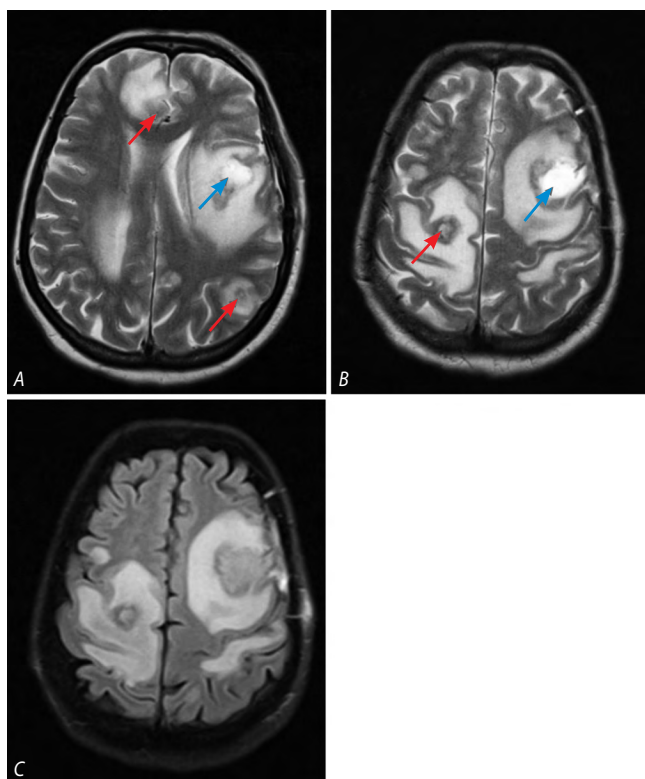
МРТ головного мозга пациентки Р. в режимах T2-ВИ (A, B) и FLAIR (C) через 1 мес после операции.
